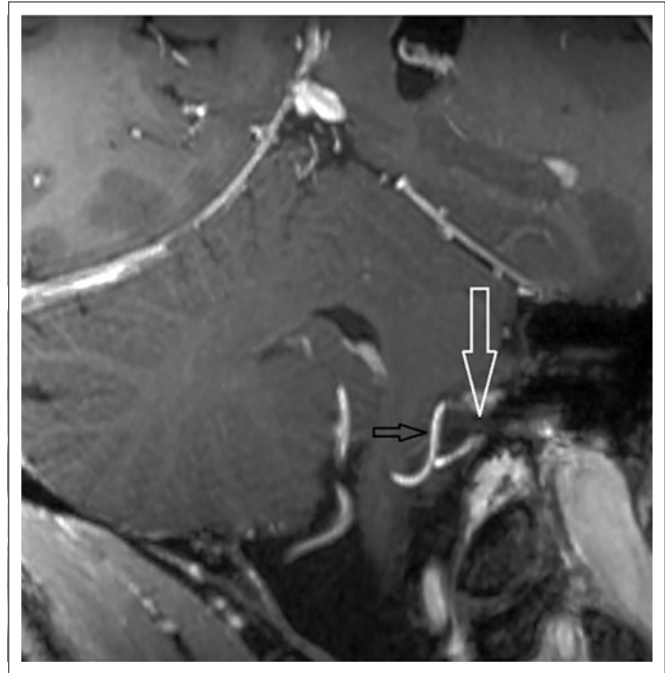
7-Tesla-MRT mit Darstellung einer Gefäßschlinge (AICA, schwarzer Pfeil) um den N. vestibulocochlearis (weißer Pfeil) bei einem Patienten mit vestibulärer Paroxysmie.
